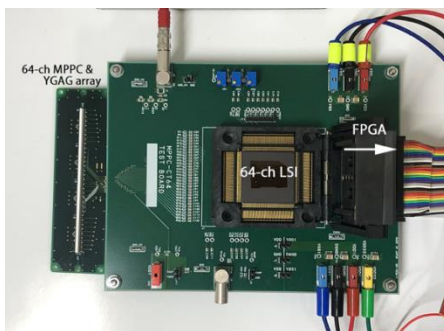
新たに開発した 64 系統 CT アレーを有する大面積 CT 装置
